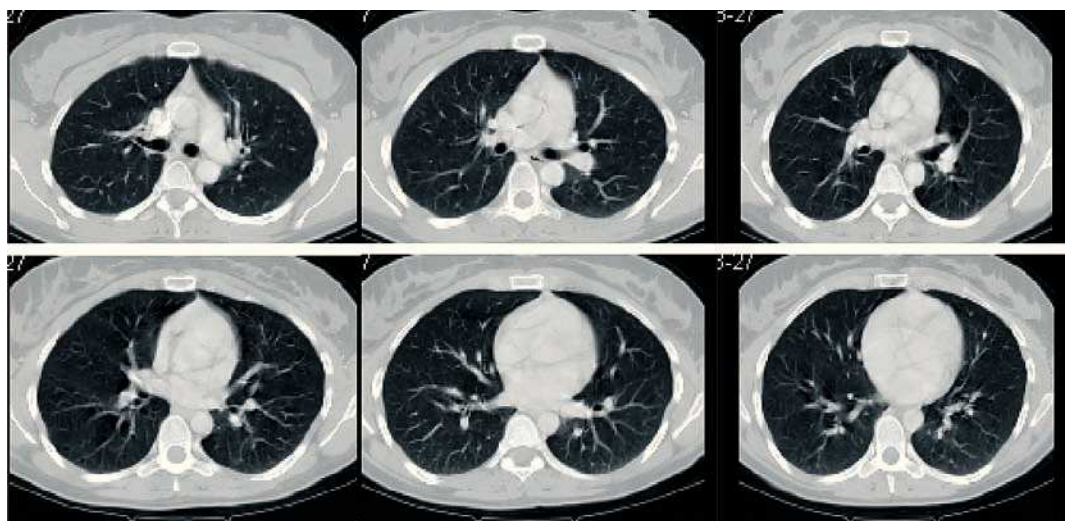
Tomografia computadorizada do tórax – Sem alterações
